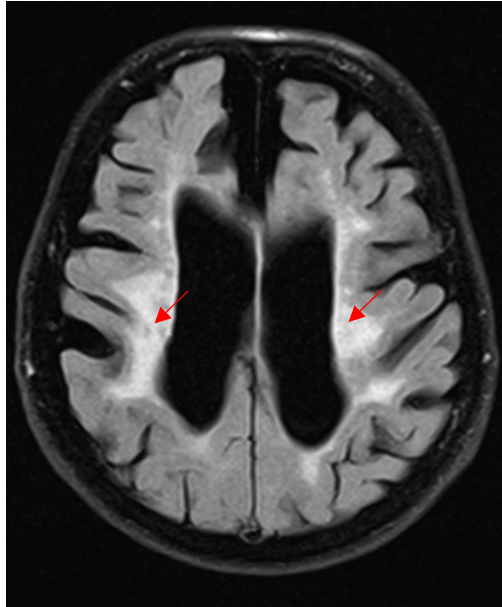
und 6 sind FLAIR-Aufnahmen derselben Person aus dem Jahr 2011 und 2015. Diese zeigen WMH und vergrößerte mit Liquor gefüllte perivaskuläre Räume. Ein Beispiel für eine schwere Mikroangiopathie stellt Abbildung 7 dar. In dieser FLAIR-Aufnahme sind WMHs sowie Atrophiezeichen zu erkennen.
